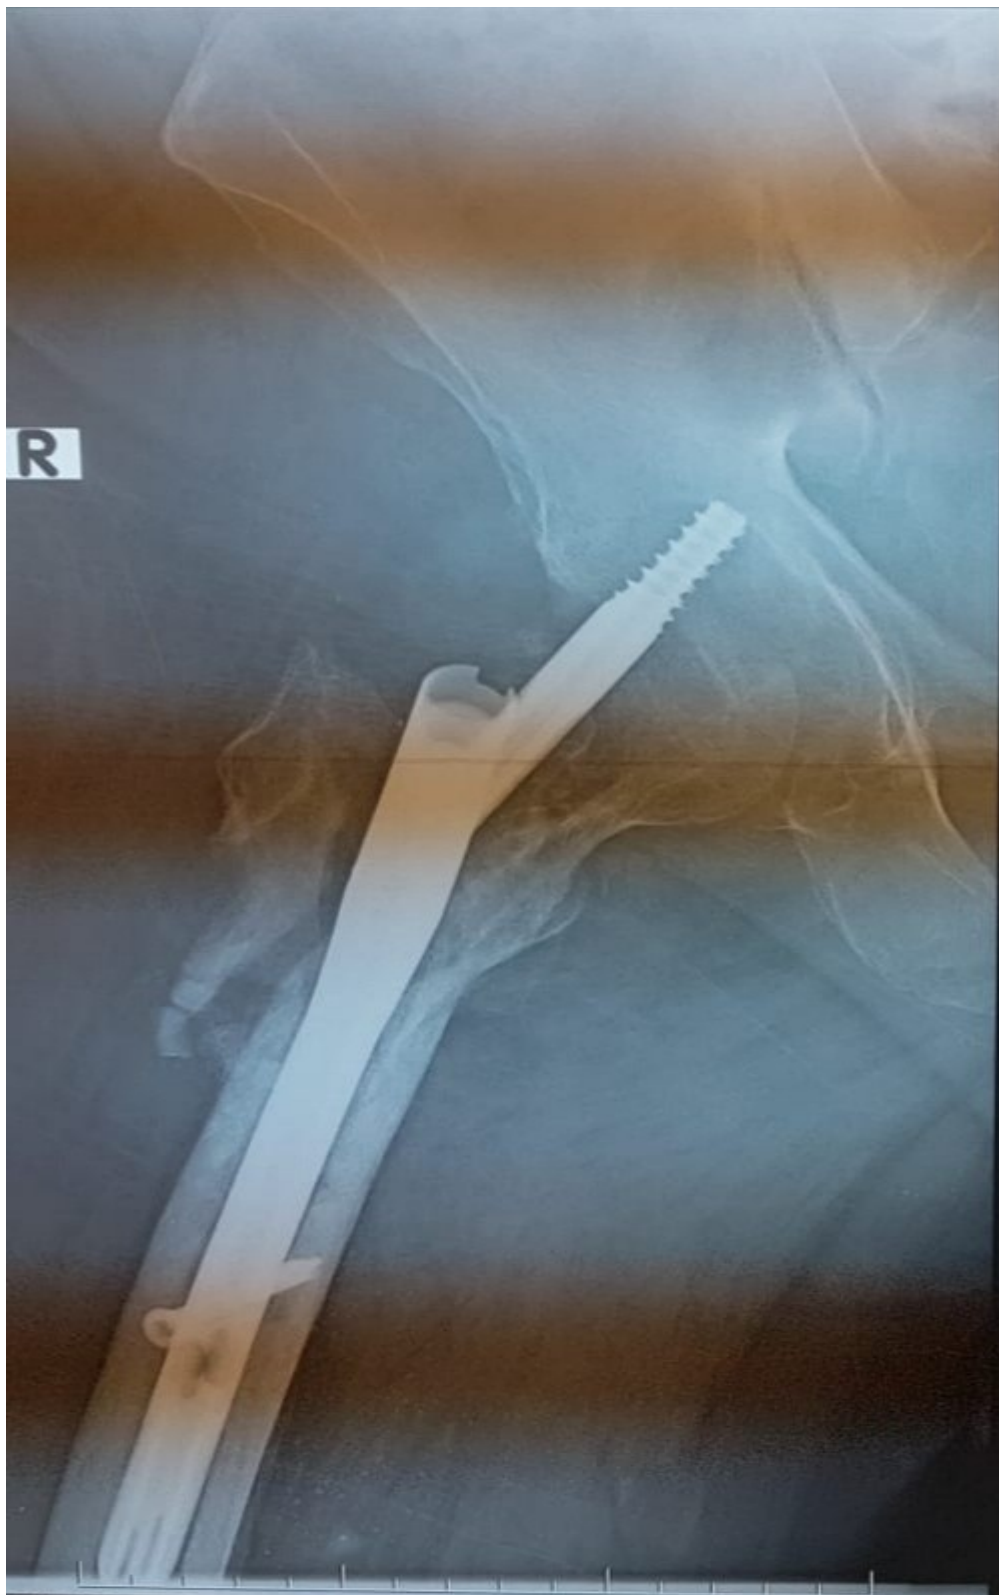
Radiographie de face montrant le balayage de la vis cervicale après 3 mois d'ostéosynthèse d'une fracture pertrochantérienne par clou gamma standard
